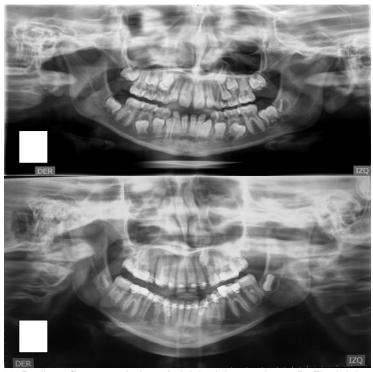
Radiografías panorámicas A. Inicio del tratamiento. B. Final del tratamiento.
